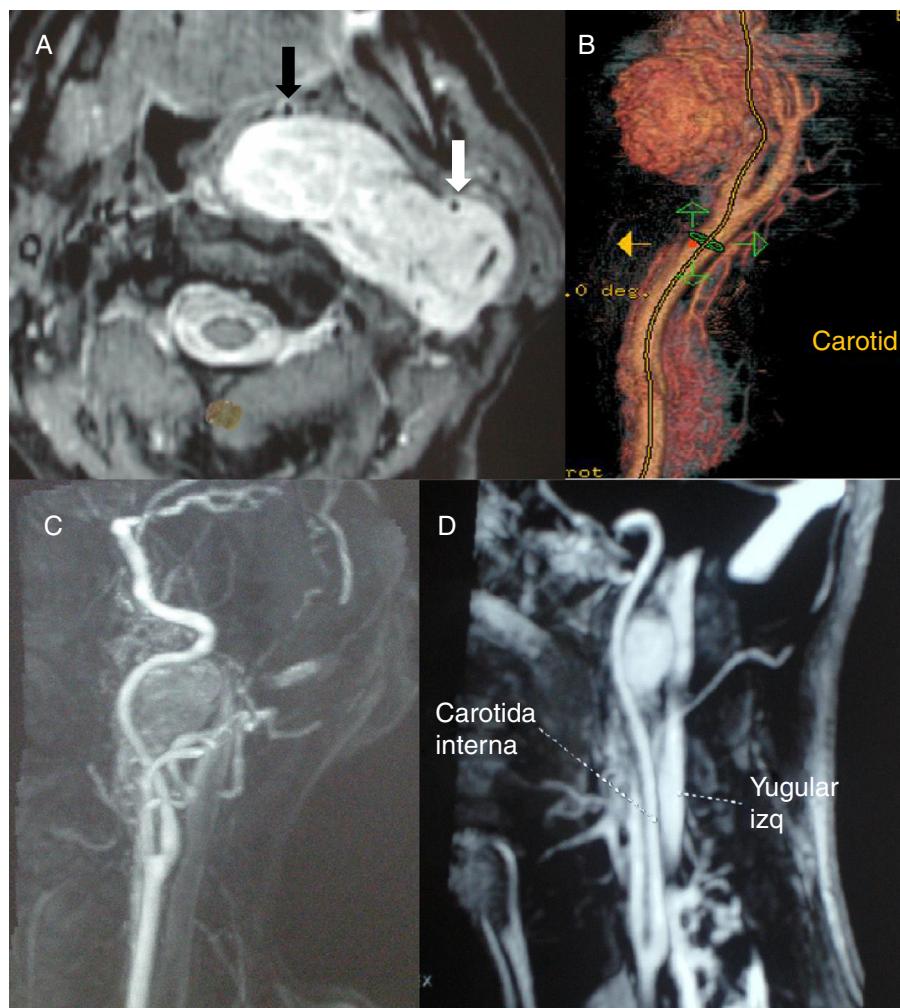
A) RMN axial en la que se aprecia un PG vagal que desplaza hacia delante las carótidas interna (flecha blanca) y externa (flecha negra). B) TC tridimensional. Las arterias carótidas aparecen desplazadas hacia delante. C) Angio-TAC que muestra el desplazamiento anterior de la carótida interna y la normalidad de la bifurcación carotídea. D.) Angio-TAC con pequeño PG vagal interpusto entre la carótida interna y la vena yugular interna.
